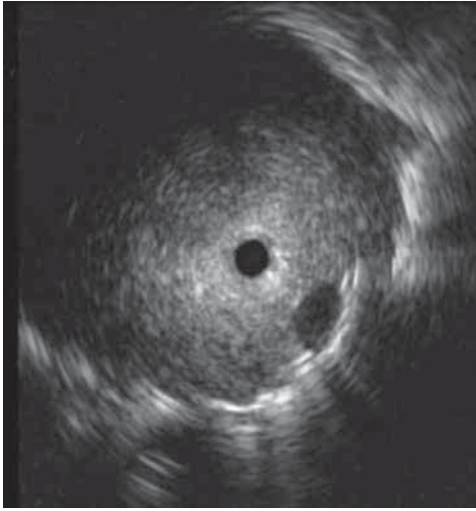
Imagen ultrasonográfica radial con la minisonda adyacente a la lesión pulmonar.
